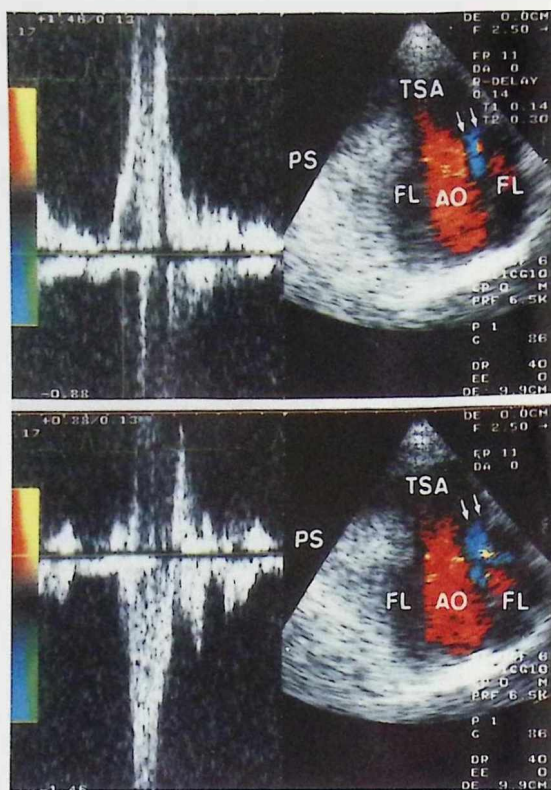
A la derecha se observan los ecocardiogramas bidimensionales en los que se aprecian, en un corte transversal del cayado aórtico (orientación similar a la de la figura 1), las imágenes de la velocidad del flujo aórtico codificadas en color. Se aprecia en rojo el flujo correspondiente a la verdadera luz del vaso, y en azul (flechas con patrón en mosaico (panel inferior) el flujo correspondiente a la zona de comunicación entre la verdadera luz y la falsa luz (FL) de la aorta. A la izquierda se aprecia el registro de la velocidad sanguínea obtenido con la técnica de Doppler pulsado situando la muestra en la verdadera luz aórtica (panel superior) y en la zona de comunicación entre ambas luces (panel inferior). Se observa la dirección opuesta del flujo en ambas zonas durante la sístole ventricular. El resto de las abreviaturas como en las figuras anteriores.
